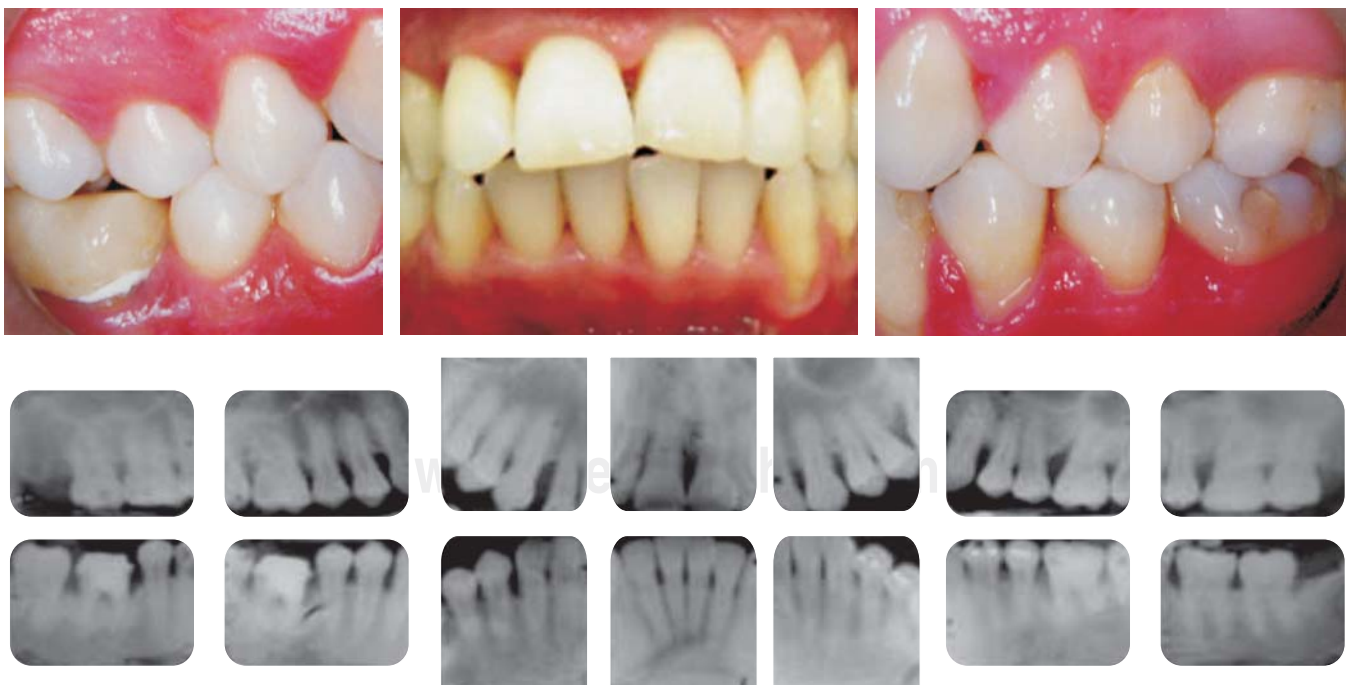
Fotografías clínicas y radiografías iniciales de paciente femenino de 33 años de edad.
